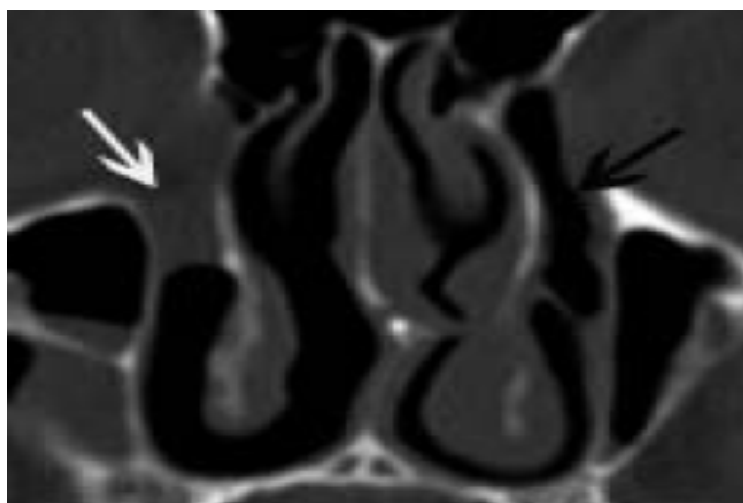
TDM sans opacification montrant l'aspect normal des CLN [37]
